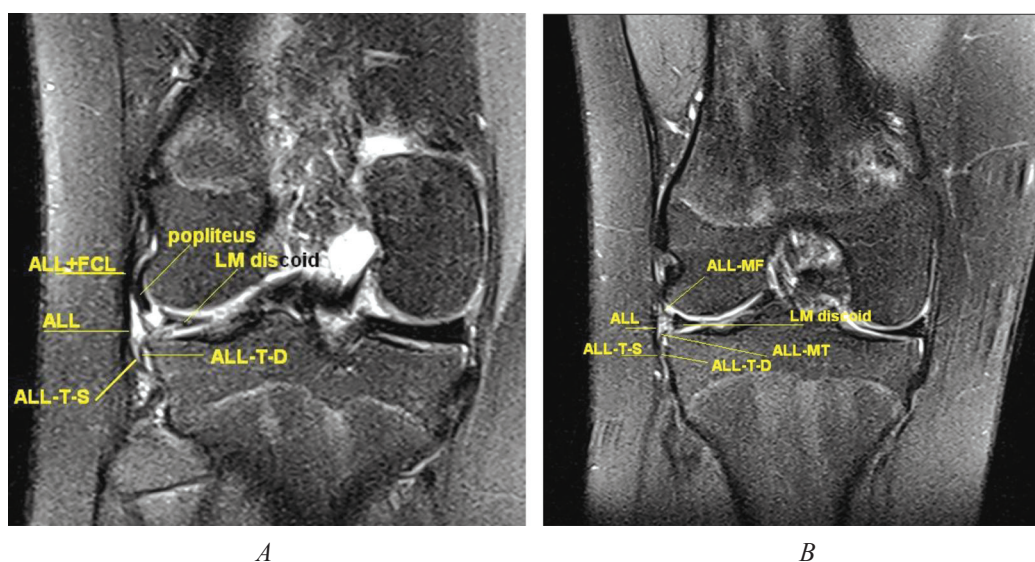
ALL in a 14-year-old girl with a non-traumatic rupture of the lateral discoid meniscus: A – more anterior coronal section, B – more posterior coronal section (Rather poor and fragmental visualization of ALL in spite of local synovitis, small interslice interval and high quality 1,5 Tesla MRI scanner. The continuity of ALL is rather questionable in this case. But there was no history of trauma)
